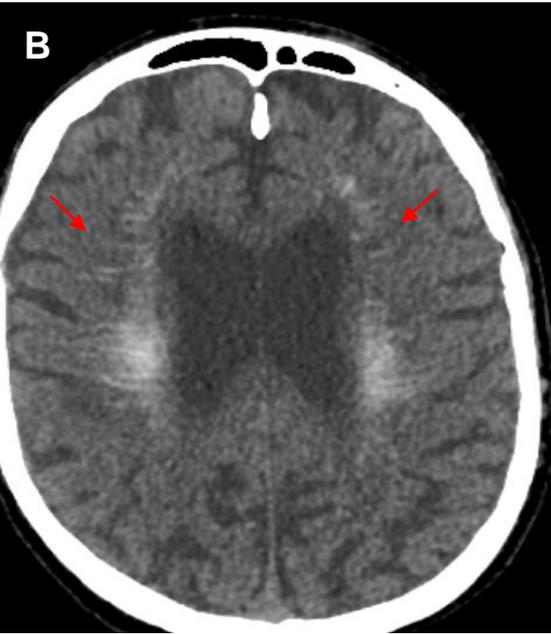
Tomografía de cerebro sin contraste. A) y B) corte axial de cerebro.
